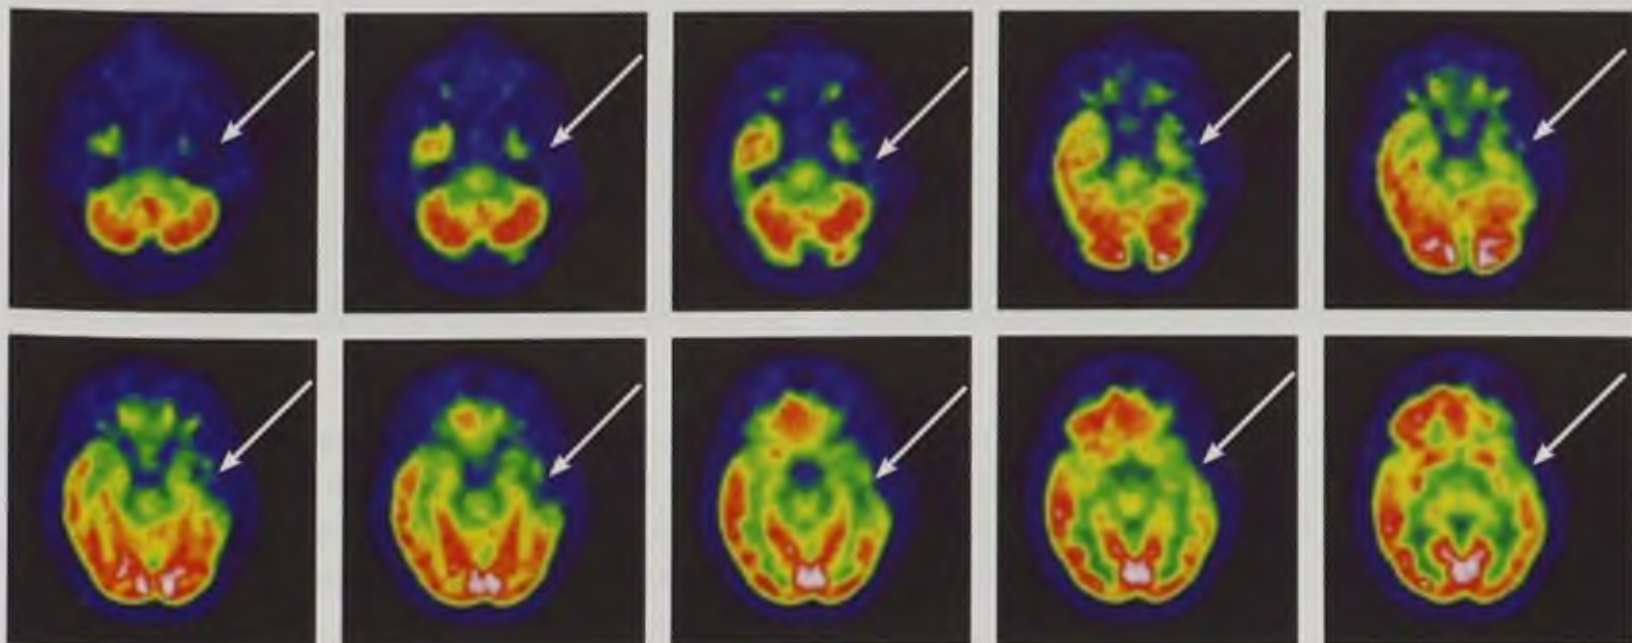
Эпилептогенный очаг. На позитронно-эмиссионных томограммах определяется участок гипометаболизма фтордезоксиглюкозы в левой височной доле (стрелки)
